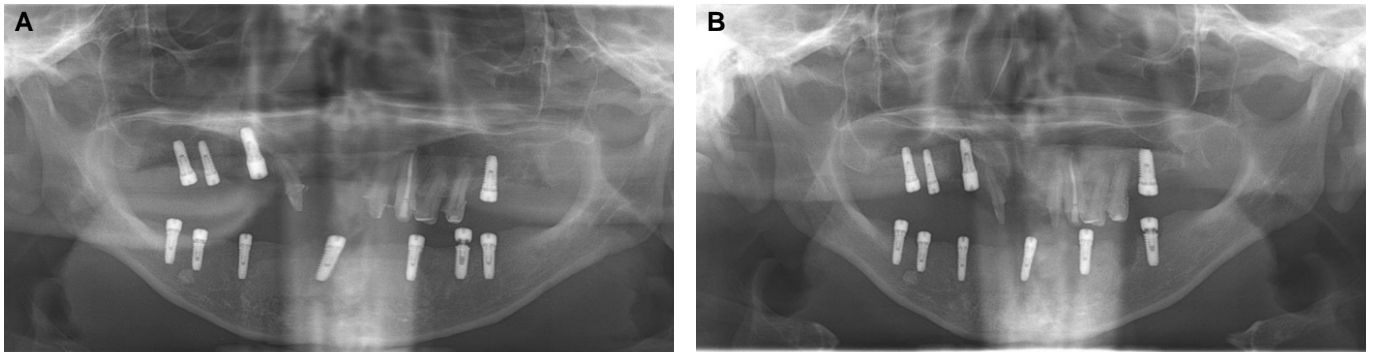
Radiographs of the patient. (A) Immediately after surgery, (B) After 1 month.
